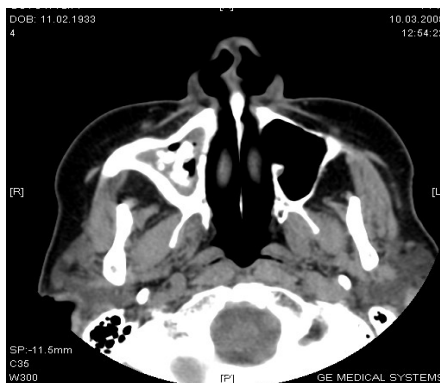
КТ-картина инвазивного грибкового поражения правой ВЧП
